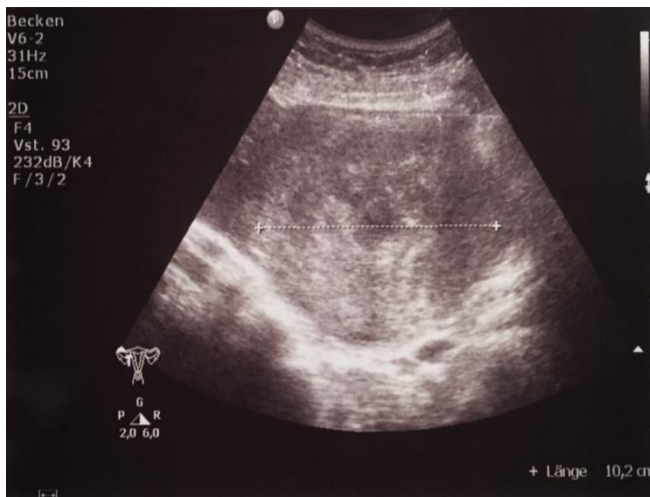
Präoperativer Sonographiebefund eines Angioleiomyoms
